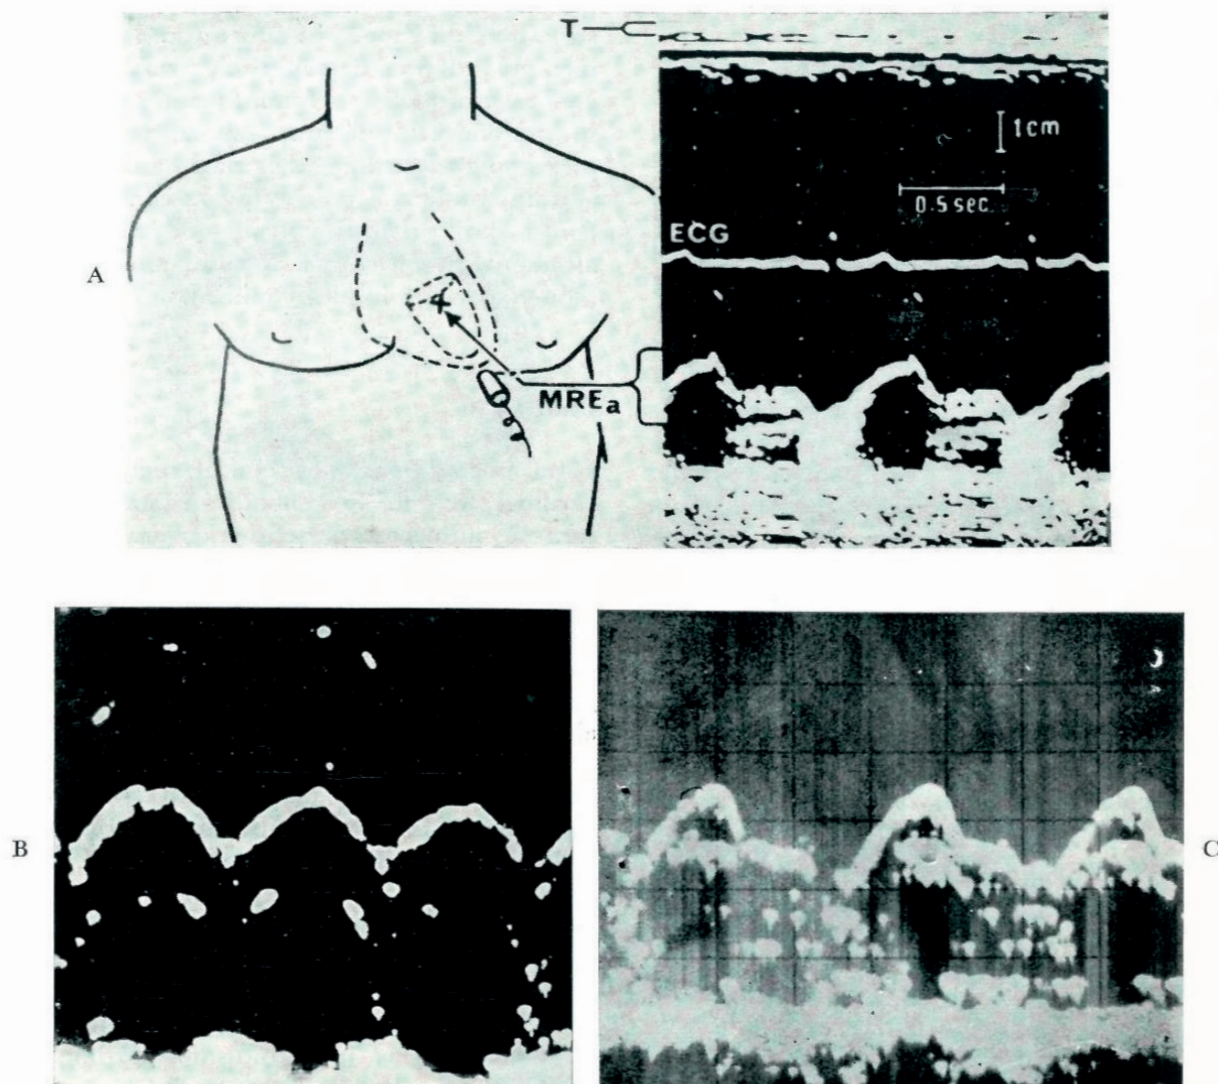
Rilievo con ultrasuoni del movimento dell'anello fibroso mitralico (MREa) in concomitanza della sistole e della diastole. A): posizione corretta della sonda per mirare l'anello mitralico (da Feigenbaum e coll.); B) e C): registrazione ecografica dell'anello mitralico in due soggetti diversi: la morfologia più tipica è quella in C.
